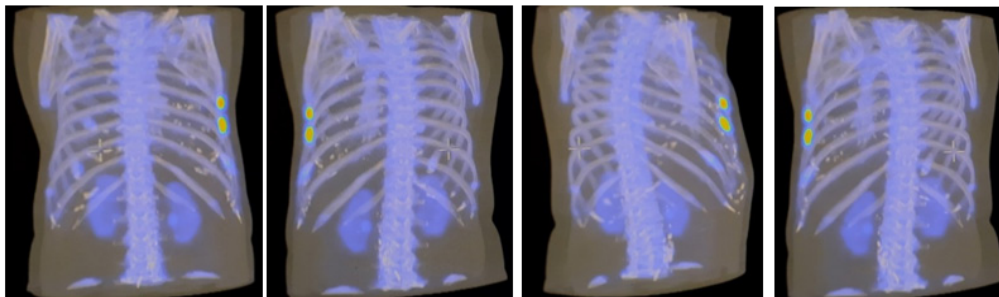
Pacientja, me Karcinomë gjirit. St. Post op. ET hormonoterapiam. SPECT/CT, lamzhi 3D, tregon dy vatra fokale me aktivitet të shtuar osteoblastik në brinjën 8, 9 majtas, si pasojë e fractures osteoporotike.
